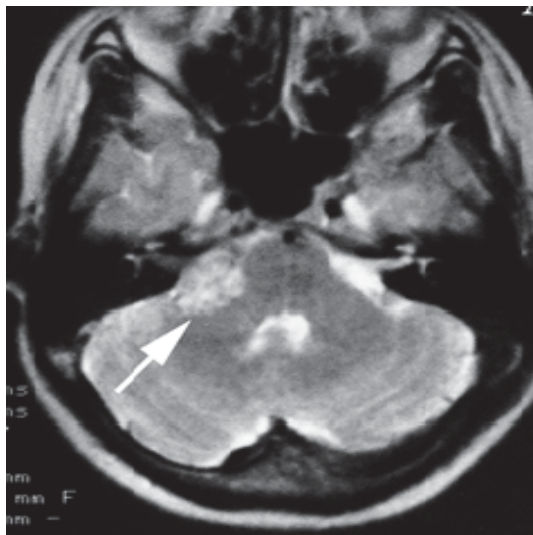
МРТ головного мозга перед 1 сеансом РХ, визуализируется ВШ справа
